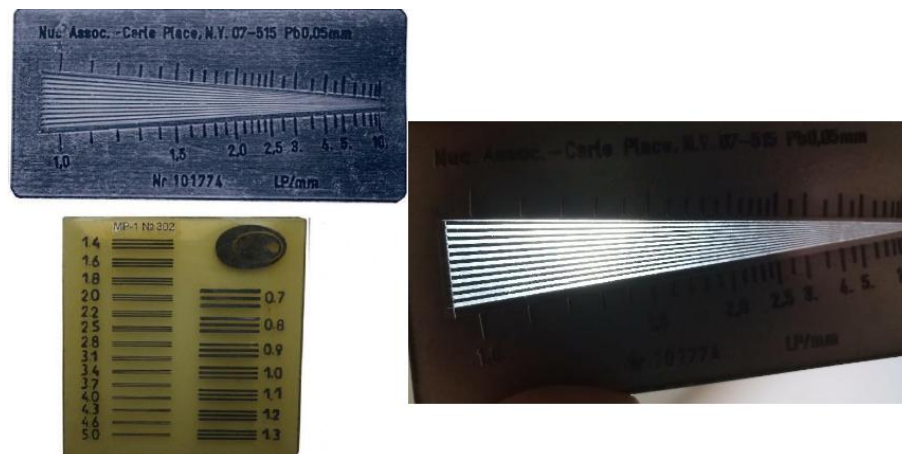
Рентгенівські міри
